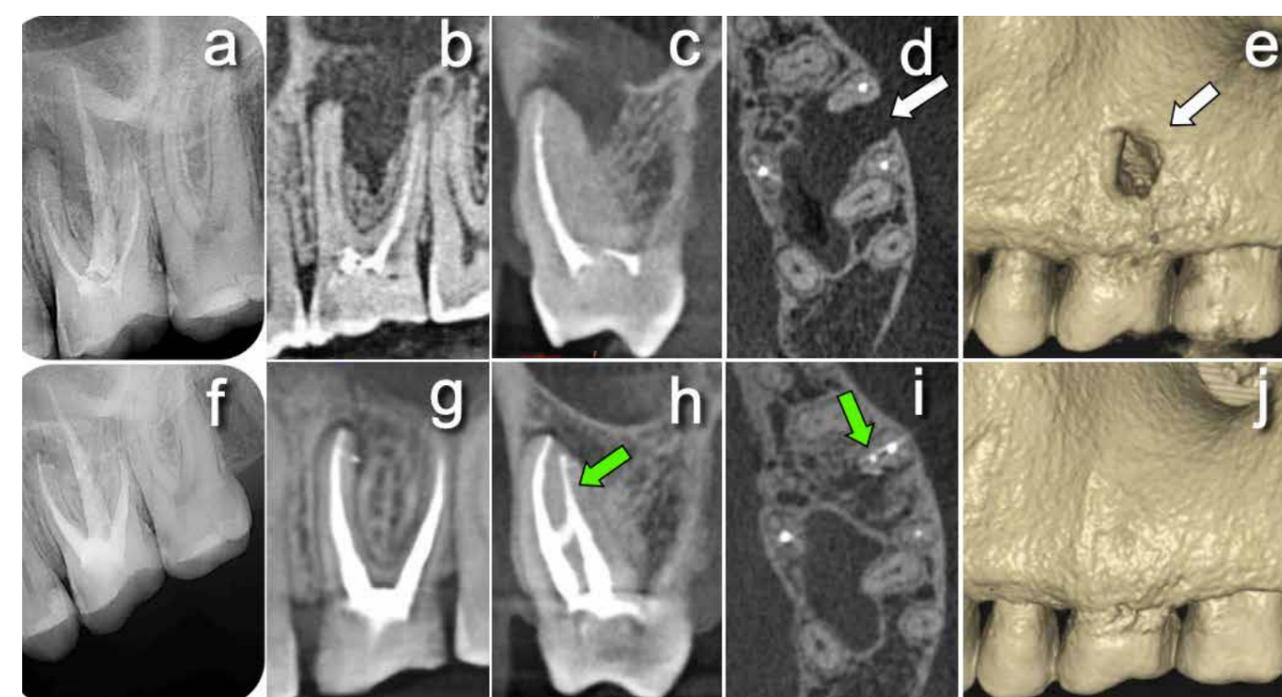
(a) Radiografía periapical del diente 2.6 con una obturación deficiente e incompleta del sistema de conductos e imagen radiolúcida periapical en raíz mesio-vestibular. (b) Corte sagital del CBCT de diente 2.6 con gran pérdida ósea que compromete la cortical inferior del seno maxilar. (c) Corte coronal donde se observa nítidamente la presencia del conducto mesio-palatino no tratado así como la comunicación con la membrana sinusal. (d) Corte axial donde podemos observar la presencia del conducto mesio-palatino sin tratar e importante pérdida ósea en diente 2.6. (e) Reconstrucción volumétrica que representa la comunicación de la lesión periapical a través de la cortical vestibular del diente 2.6. (f) Radiografía periapical de control a los 6 meses. (g) Corte sagital de control a los 6 meses con reparación de la cortical inferior del seno maxilar y curación de los tejidos periapicales. (h) Corte coronal de la raíz mesio-vestibular del diente 2.6 con sellado tridimensional del sistema de conductos de la raíz mesio-vestibular y neoformación ósea. (i) En el corte axial comprobamos la obturación del conducto mesio-palatino de la raíz mesio-vestibular, así como la completa reparación de cortical externa al mismo nivel. (j) Reconstrucción volumétrica con reparación de la cortical externa en diente 2.6.
